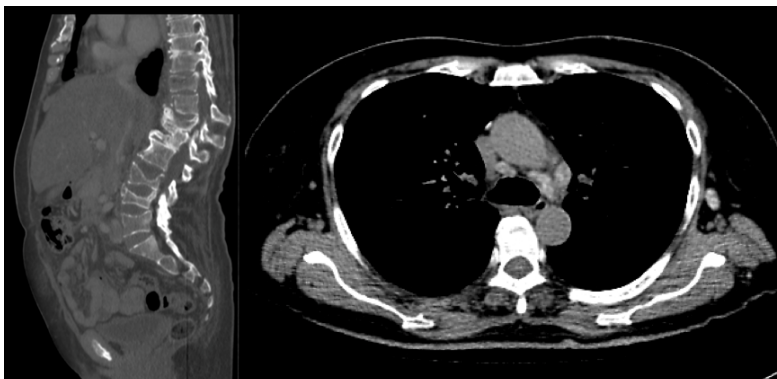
TC de abdome mostrando múltiplas fraturas em corpos vertebrais torácicos inferiores e lombares. TC de tórax sem contraste mostrando linfonodomegalias mediastinais e axilar esquerda hiperatenuantes.
